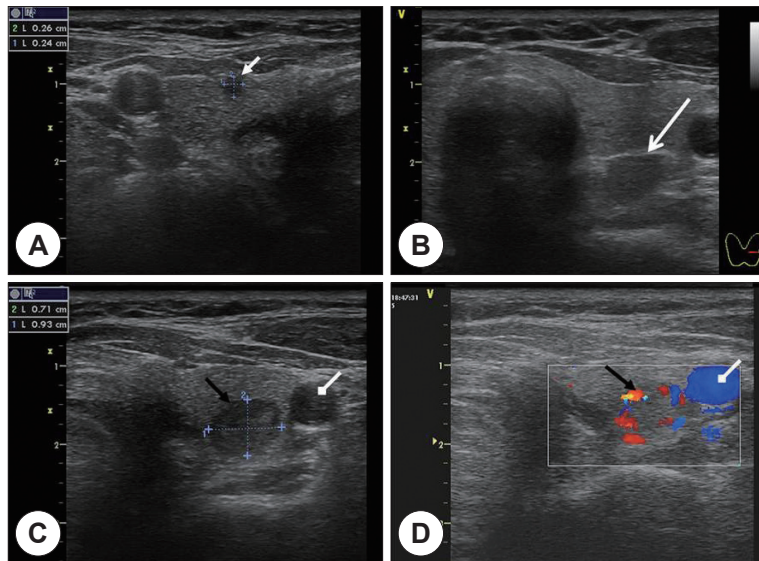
Ultrasonography finding. A : Shows a hypoechoic nodule with irregular margin in superior pole of right thyroid lobe (white arrow). B : Shows a hypoechoic ovoid mass at inferoposterior aspect of left thyroid lobe (white arrow). This mass was surrounded by hyperechoic capsule and suggested a parathyroid tumor. C : Shows a well-defined and homogeneously hypoechoic mass in superior pole of left thyroid lobe (black arrow). D : Power doppler demonstrates polar vascularity (black arrow) ; intraglandular parathyroid mass with polar vascularity, white diamond arrow ; common carotid a).
